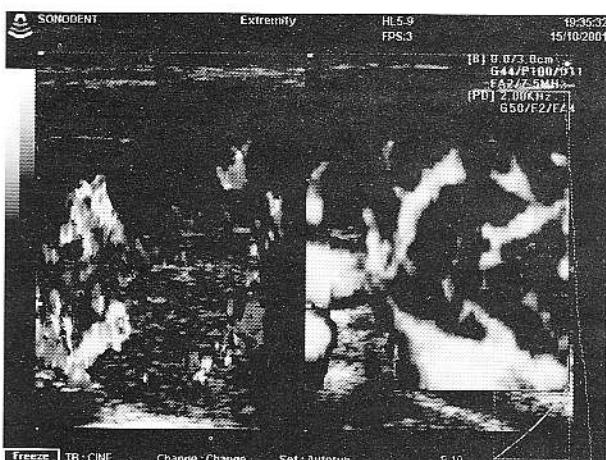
Aprecierea hipervasculației din hipertiroidism prin tehniciile Doppler color (jumătatea stângă a imaginii) și power Doppler (jumătatea dreaptă a imaginii).
